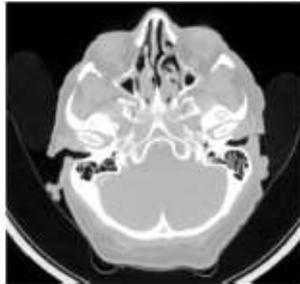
Axial CT section of skull base
